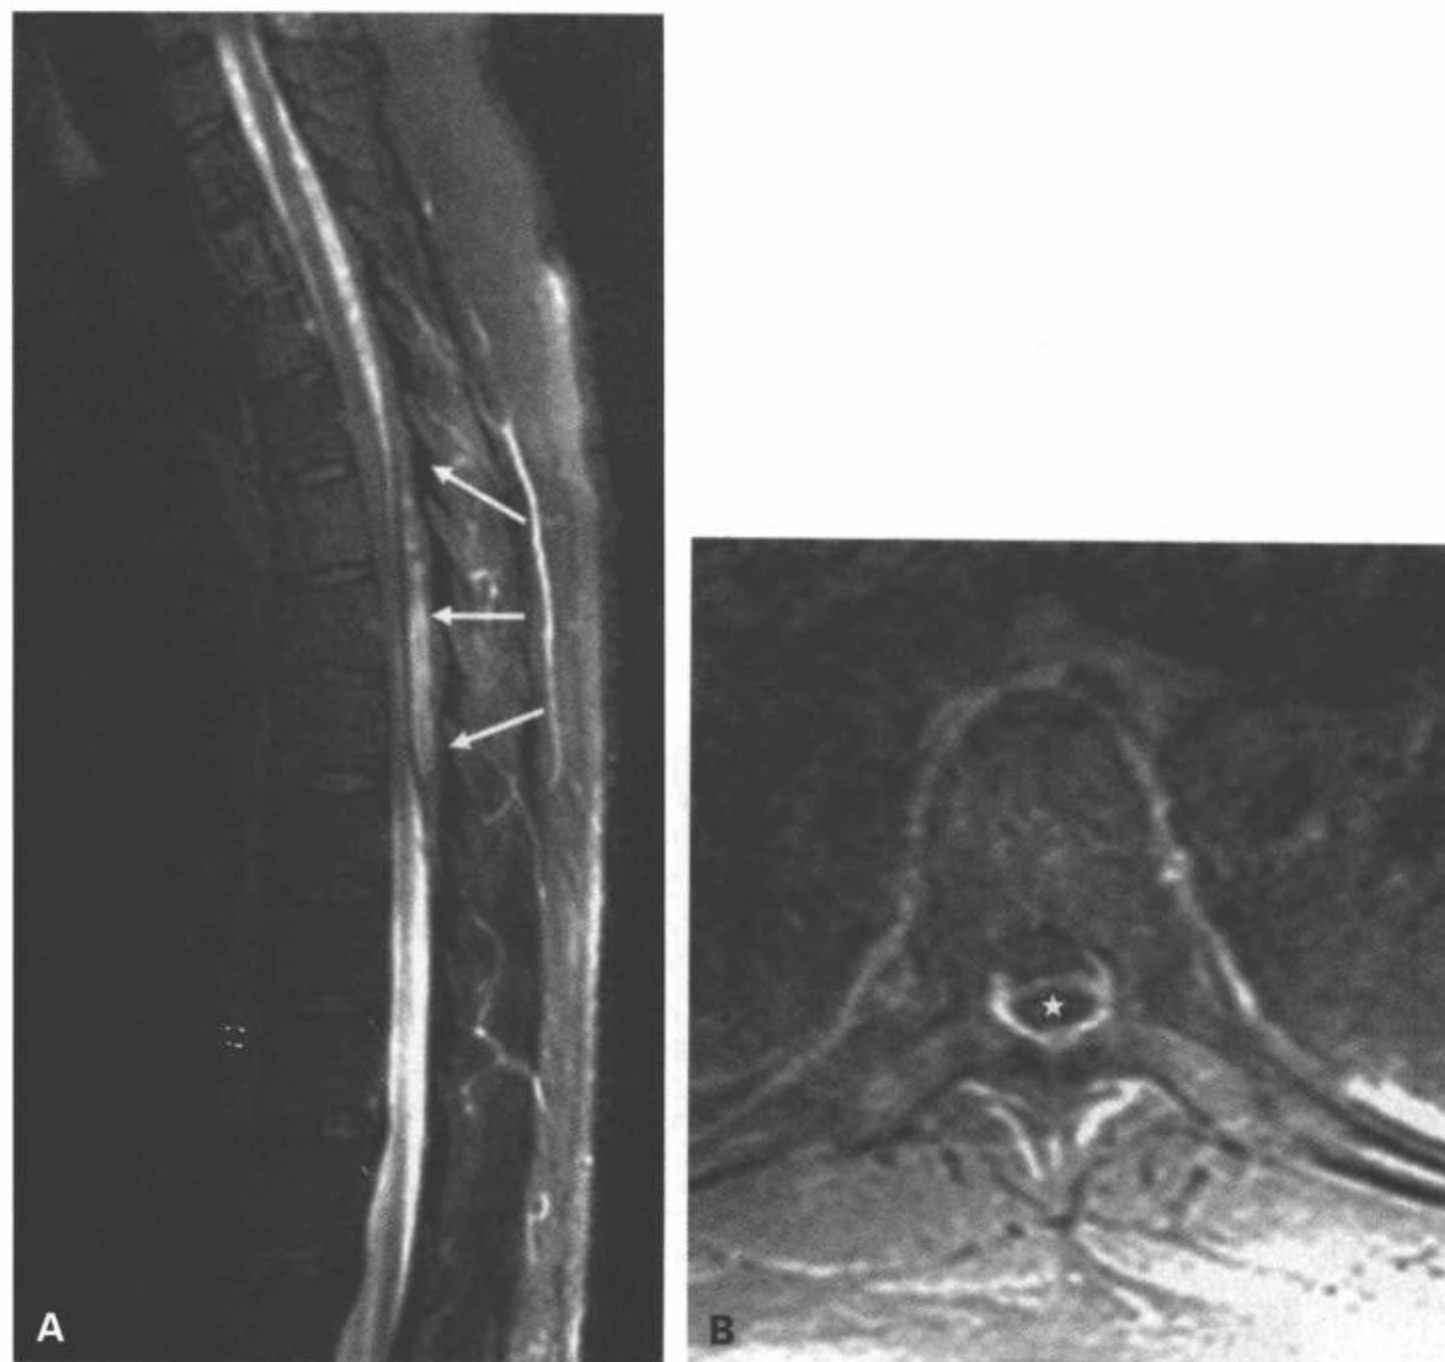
32岁女性，坠落伤后少见的未伴骨折的胸椎后部硬膜外血肿。A：矢状面FSE T2加权图像显示跨越多个胸椎节段的背部硬膜外高信号积液（箭）。B：对比增强横断面T1加权图像显示低信号的血肿（星号）压迫硬膜囊。(From: Flanders AE, Croul SE. Spinal trauma. In: Atlas SW. Magnetic Resonance Imaging of Brain and Spine. 3<sup>rd</sup> ed. Philadelphia: Lippincott Williams & Wilkins; 2002: 1789, with permission.)
